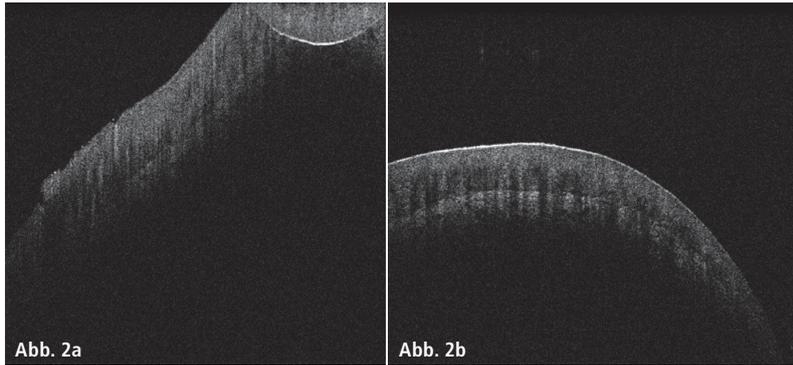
Optische Kohärenztomografie a) vor der Therapie mit Hyaluronsäure und b) nach zehntägiger Therapie mit GeloRevoice®. Fotos: © Prof. Dr. Thorsten Zehlicke, Hamburg
